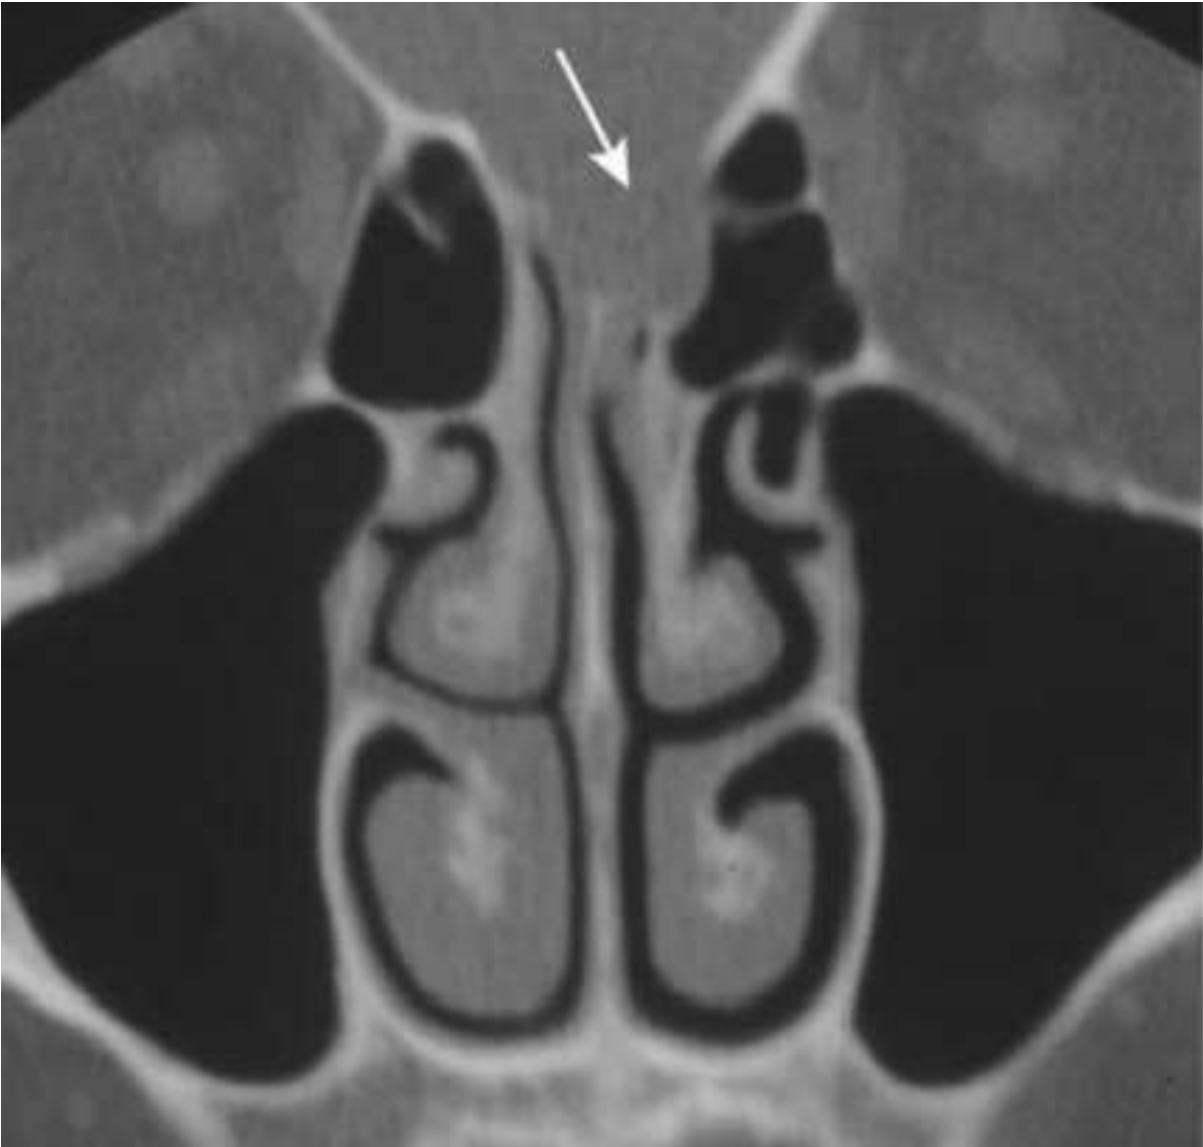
Déhiscence du toit de l'ethmoïde avec probable méningocèle. TDM du massif facial, coupe coronale
